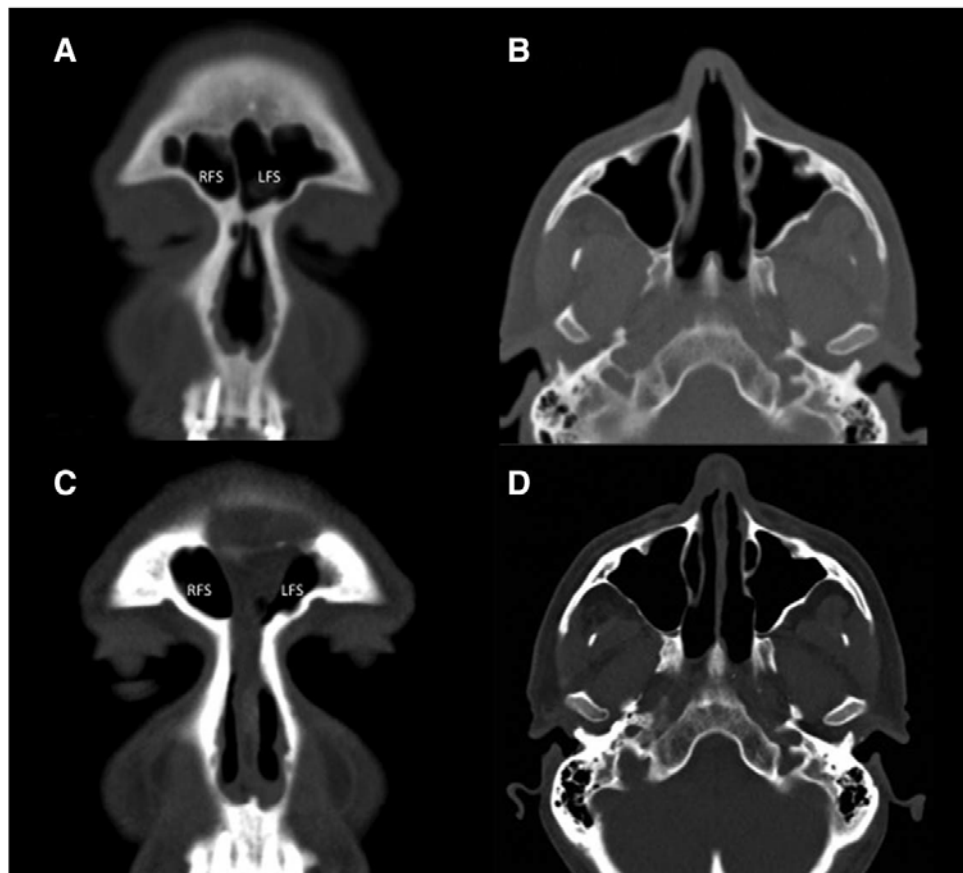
Preoperative (A and B) and postoperative (C and D) computed tomography scan images. (A) Coronal view of the total septal perforation. (B) Axial view of the total septal perforation. (C) Coronal plan of the pericranial flap descends from the frontal sinus osteotomy and closes the septal perforation completely. (D) Axial view of the total septal repair with the pericranial flap. LFS = left frontal sinus; RFS = right frontal sinus.
